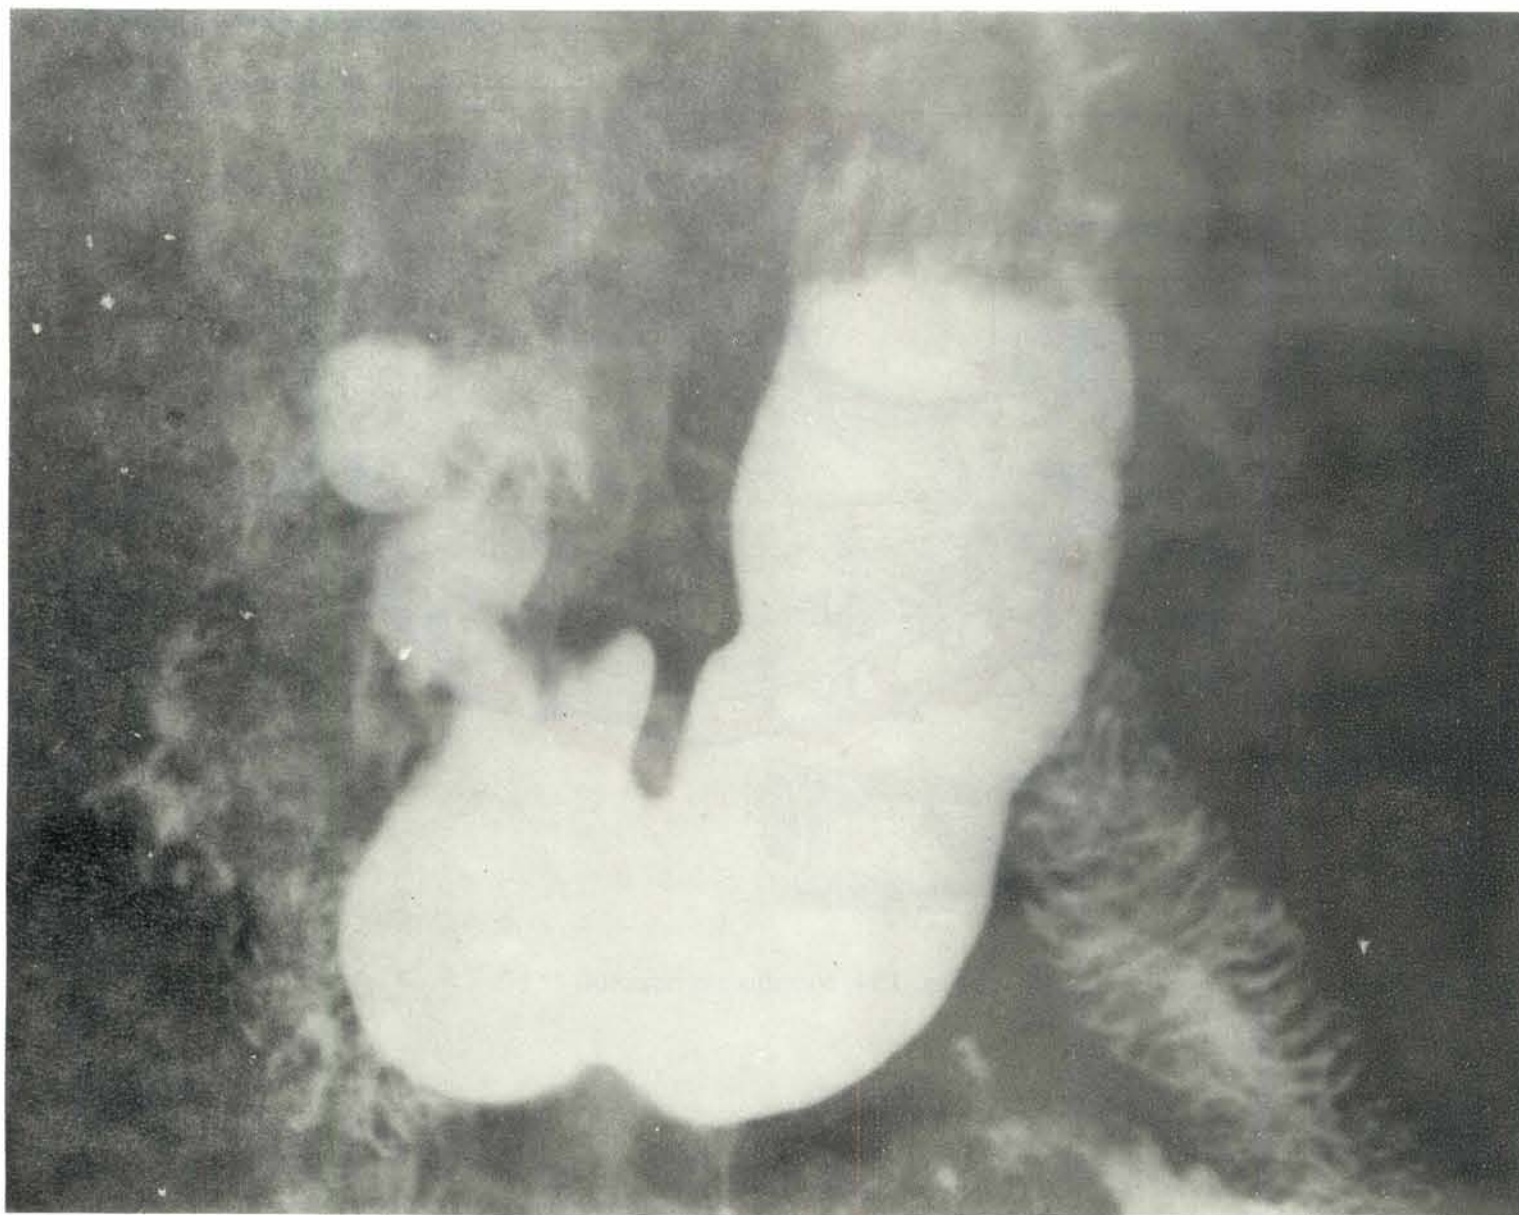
Radiografia stomacului.
